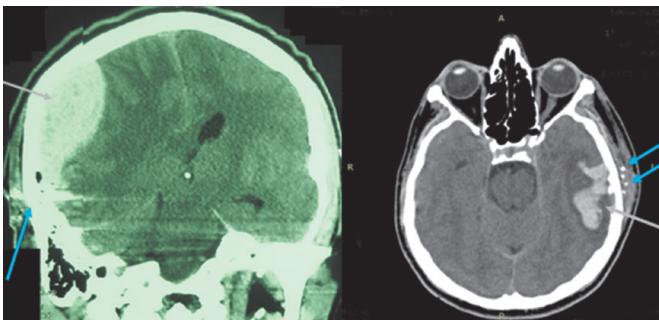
МСКТ поранених. Зліва – на коронарному скані визначається епідуральна гематома в правій лобово-тім'яно-скроневої ділянці. Праворуч на аксіальному скані визначається внутрішньомозкова гематома в лівій скронево-тім'яній ділянці (гематоми позначені сірими стрілками, уламки – синіми стрілками).
